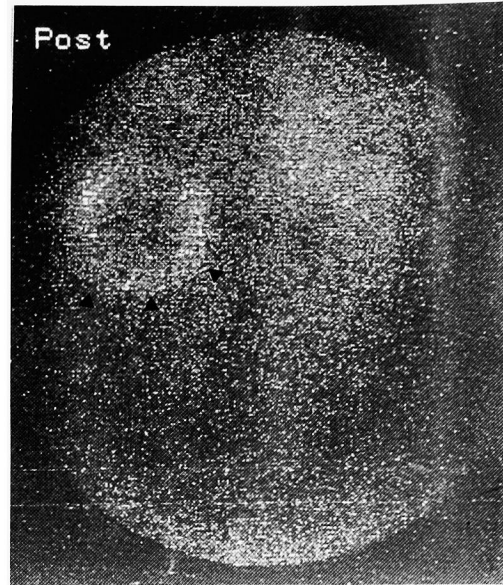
<sup>131</sup>I-MIBG scintigram showed an intense accumulation in the cystic wall of the left adrenal mass.
